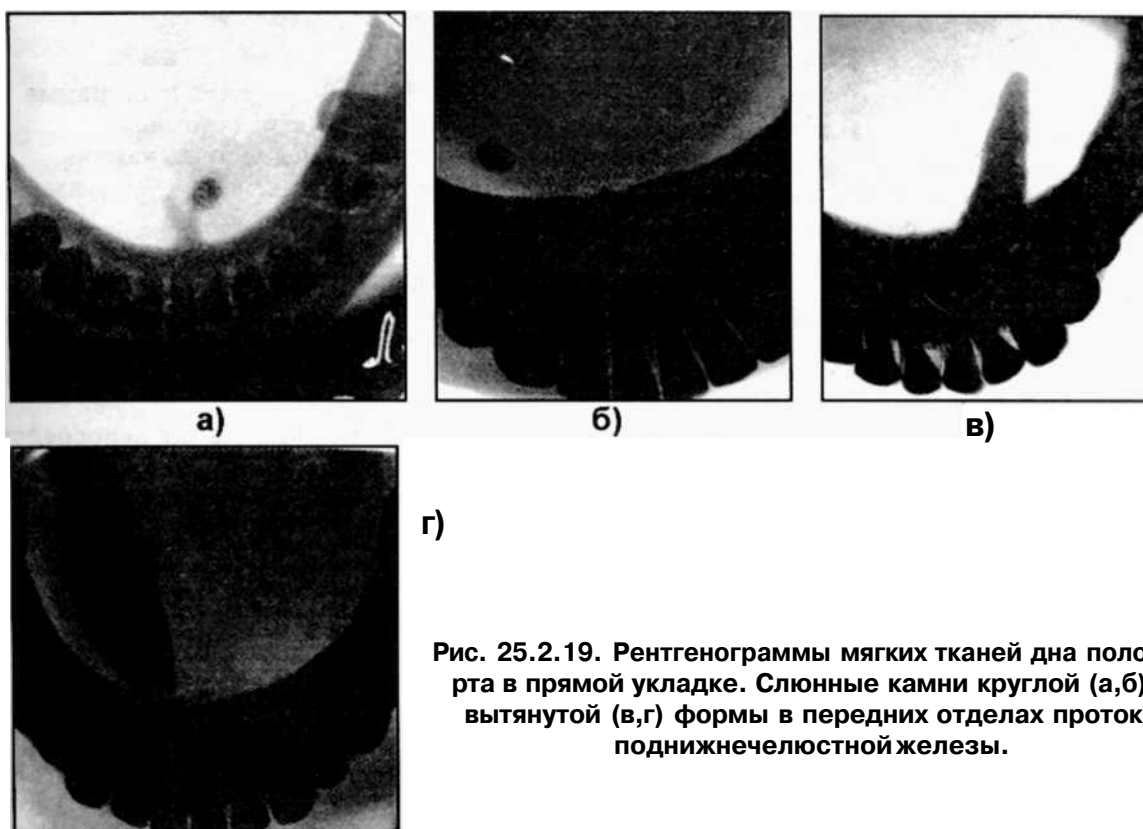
Рентгенограммы мягких тканей дна полости рта в прямой укладке. Слюнные камни круглой (а,б) и вытянутой (в,г) формы в передних отделах протока поднижнечелюстной железы.
